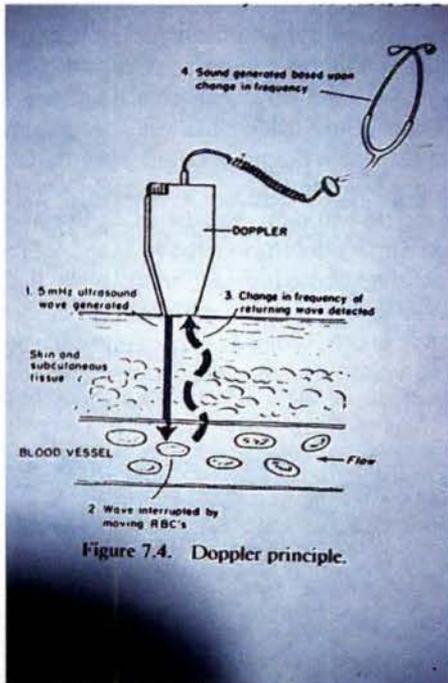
El uso del doppler es de gran ayuda al podólogo.
